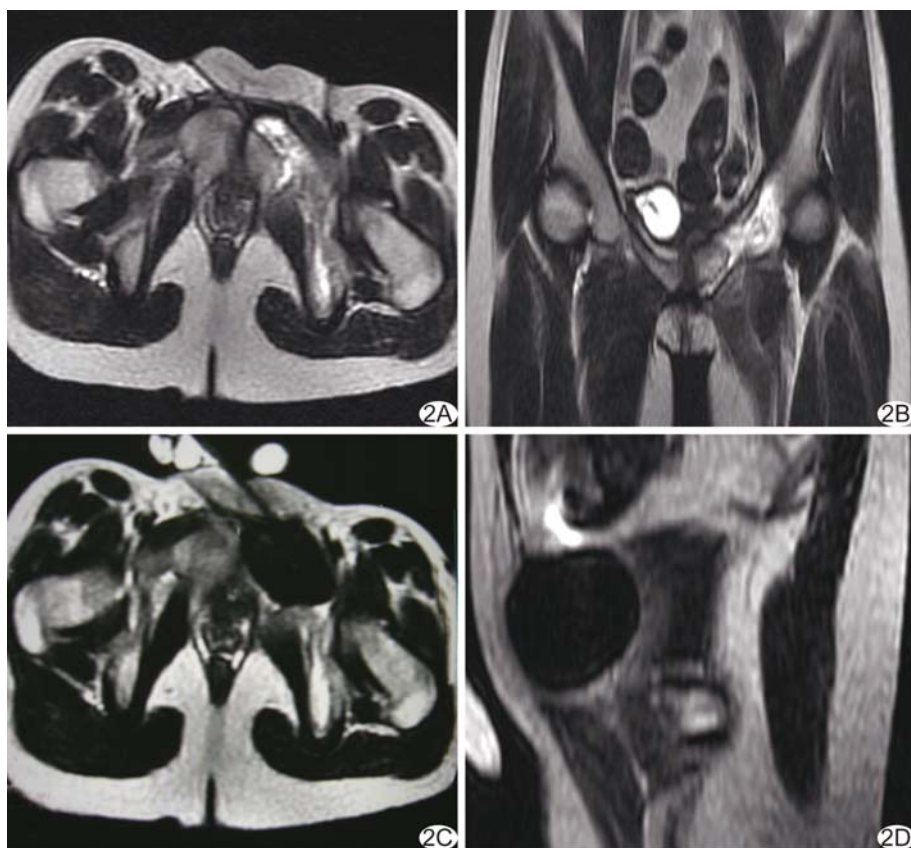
患者女,25 岁,左侧坐骨肿瘤,MRI 引导下氩氦刀冷冻消融 A、B. 开始消融前轴位(A)及冠状位(B)FSE T2WI; C、D. 冷冻消融 10 min 后轴位(C)及冠状位(D)FSE T2WI
